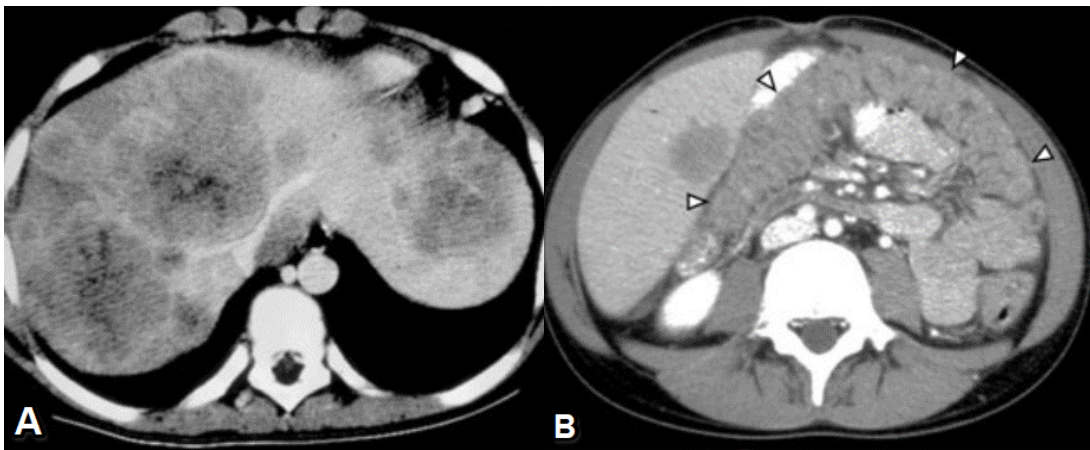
TDM d'un garçon de 14 ans qui présente métastases hépatiques de cancer colique [19].
